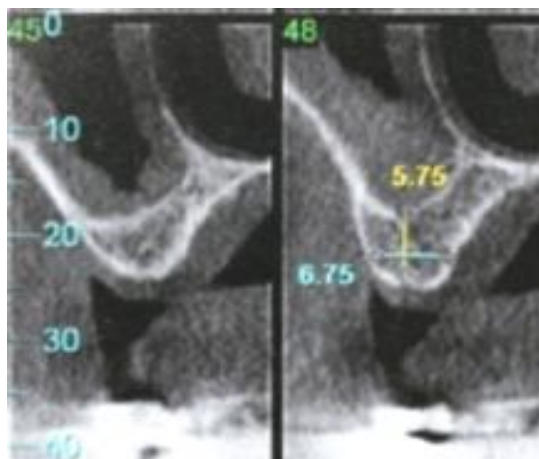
2. Înălțimea osului rezidual de 5-6 mm ce necesită augmentare cu implantare simultană se observă pe CT.
